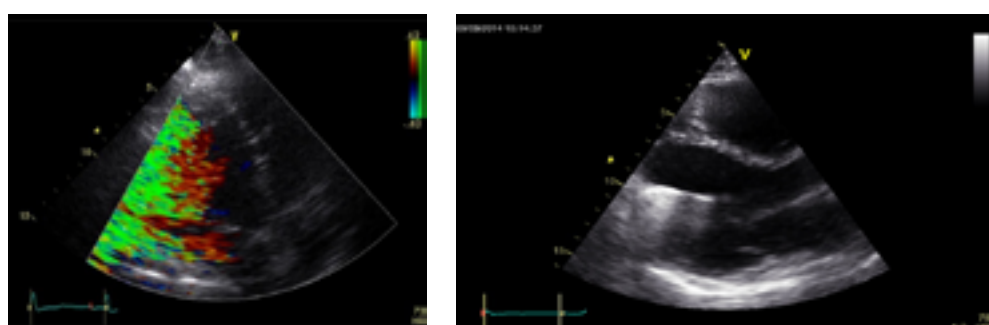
A. Imagine apical 3 camere. Artefact Doppler Color produs de rotorul LVAD Heart Ware (rotor intrapericardic) B. imagine parasternal ax lung cu vizualizarea canulei de influx la nivel apical cu artefacte de reverberație.
